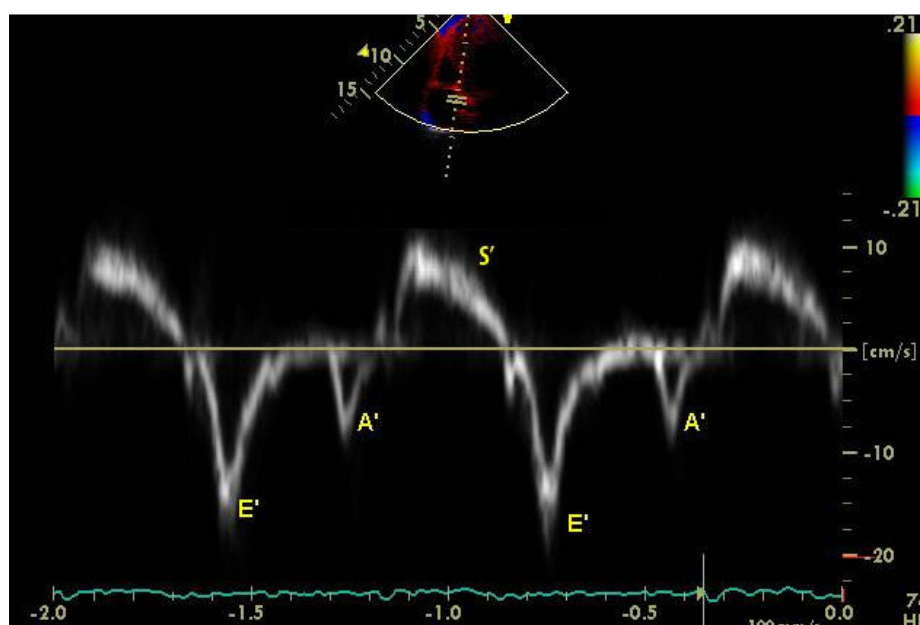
Espectro do registro de velocidades das ondas E', A' e S ao Doppler tecidual
